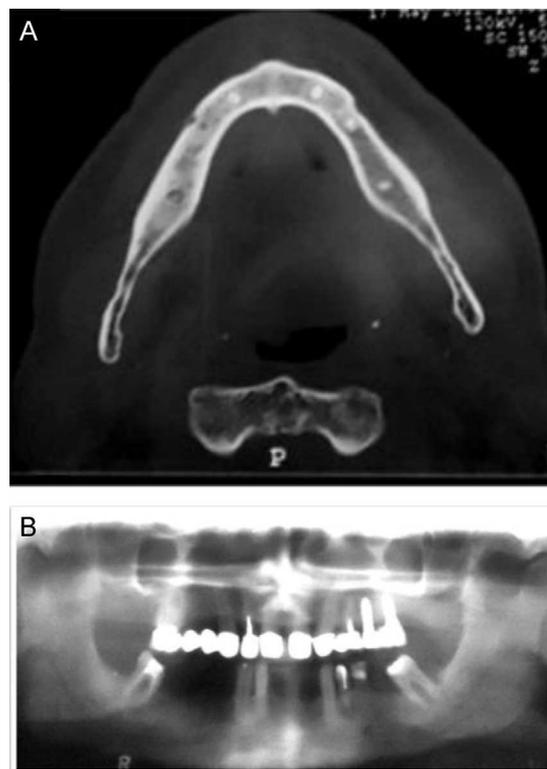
A. TC 3D: irregularidade da cortical óssea da mandíbula direita. B. Ortopantomografia confirmando as alterações na TC da face.
